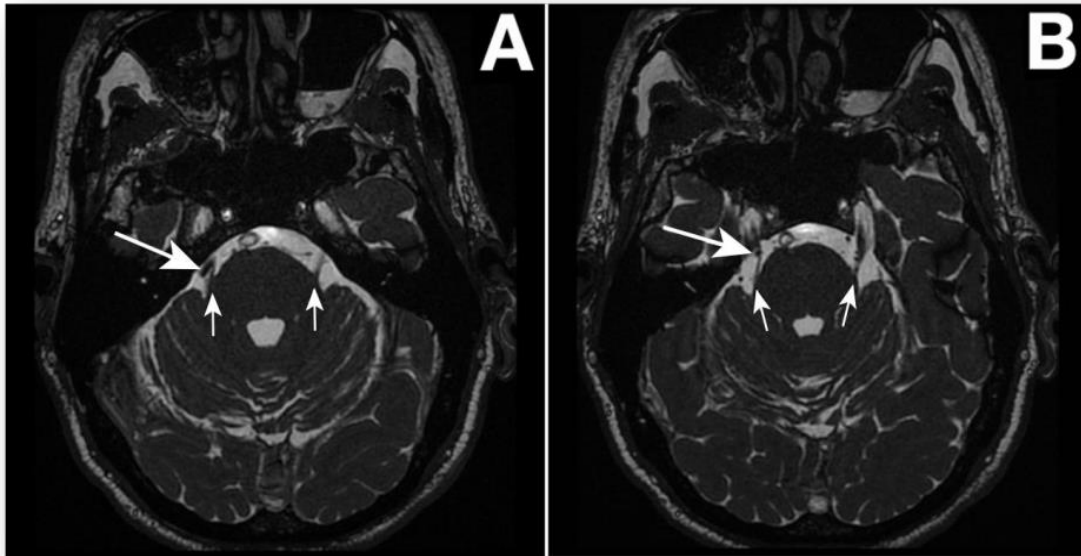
MRI de la fosa posterior del cerebro la cual muestra una compresión neurovascular Tomado de Zakrzewska Joanna M, Linskey Mark E. Trigeminal neuralgia BMJ 2014; 348 :g474..
